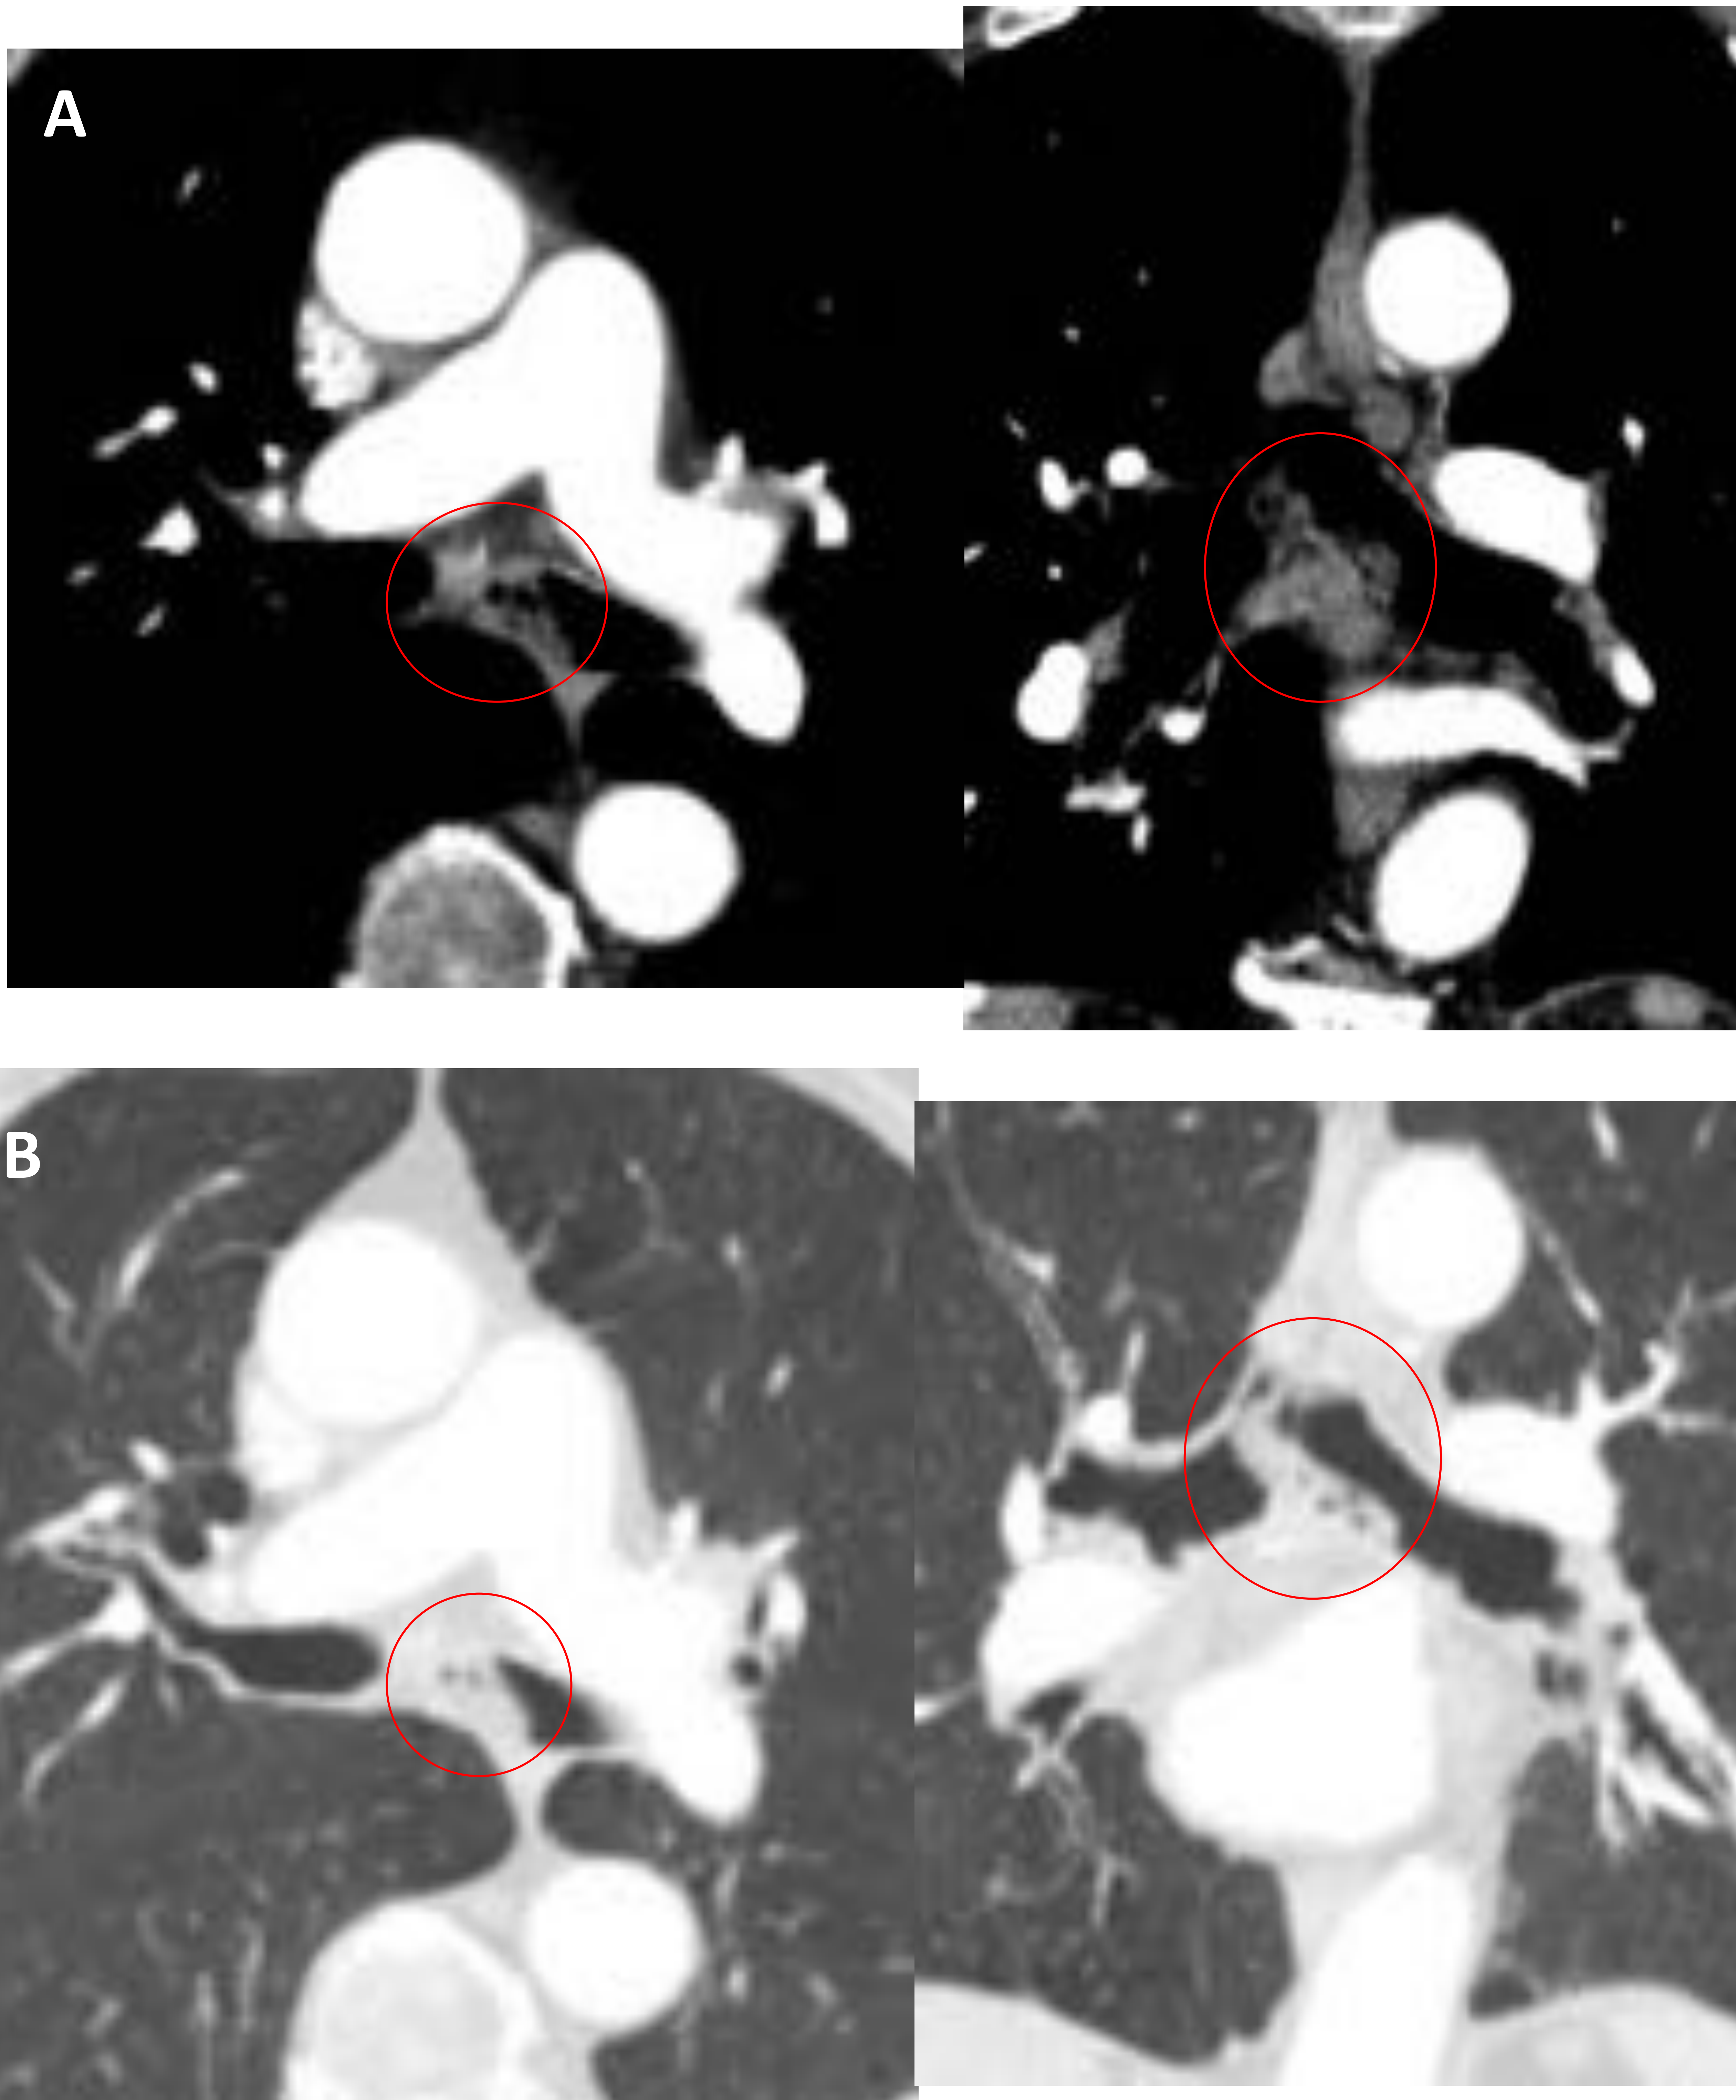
TC torácica con CIV. A) Planos axial y coronal con ventana de mediastino en los que se observa un aparente defecto endobronquial a nivel carinal. B) Planos axial y coronal con ventana de parénquima, que permite una mejor valoración de la “lesión”. Se observa con claridad contenido aéreo, hallazgo muy sugestivo de tapón mucoso.
